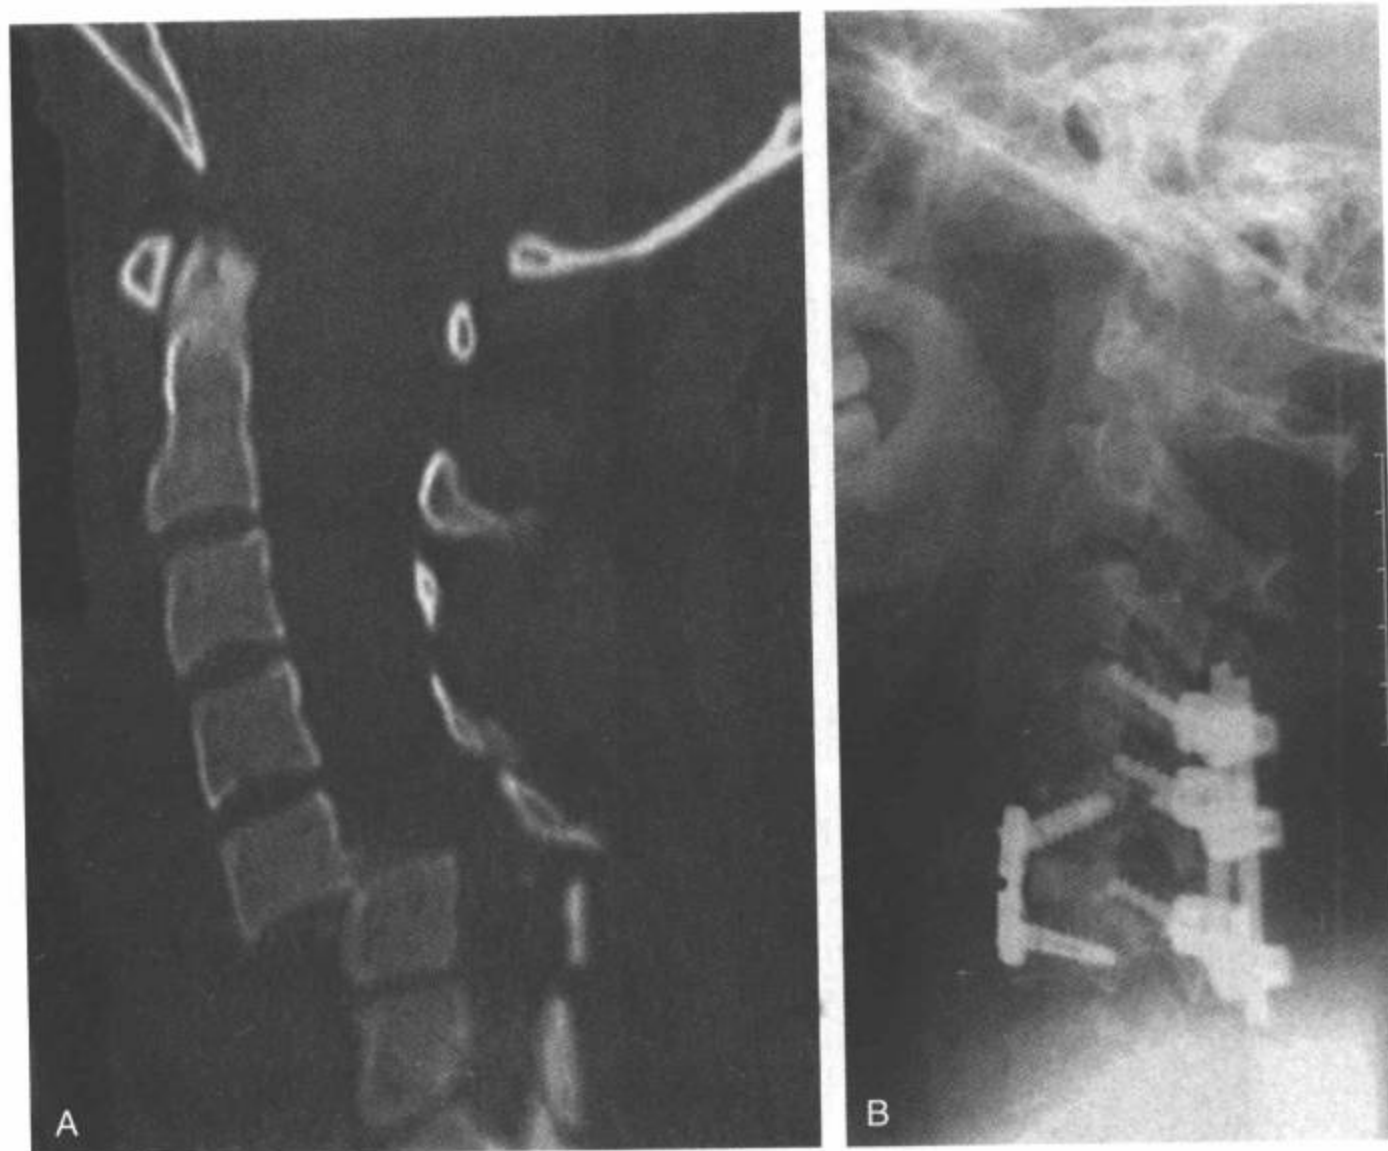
21 岁女性，C5/C6 严重创伤性脱位。A：最初的 CT 矢状面重建图像显示，C6 上方的 C5 向前半脱位 > 100%。B：闭合性复位恢复椎体排列后，由于该损伤广泛的不稳定，用前路钢板（放置于 C5 ~ C6）和 C4 ~ C6 的后路器械（侧块螺钉）治疗。
